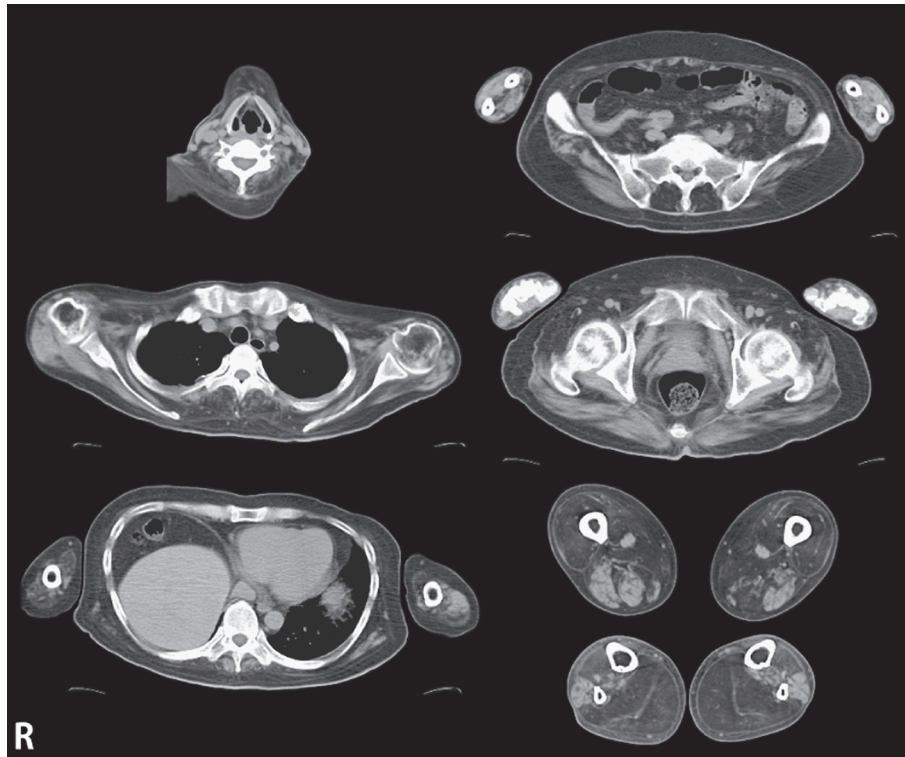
CT of skeletal muscles.
